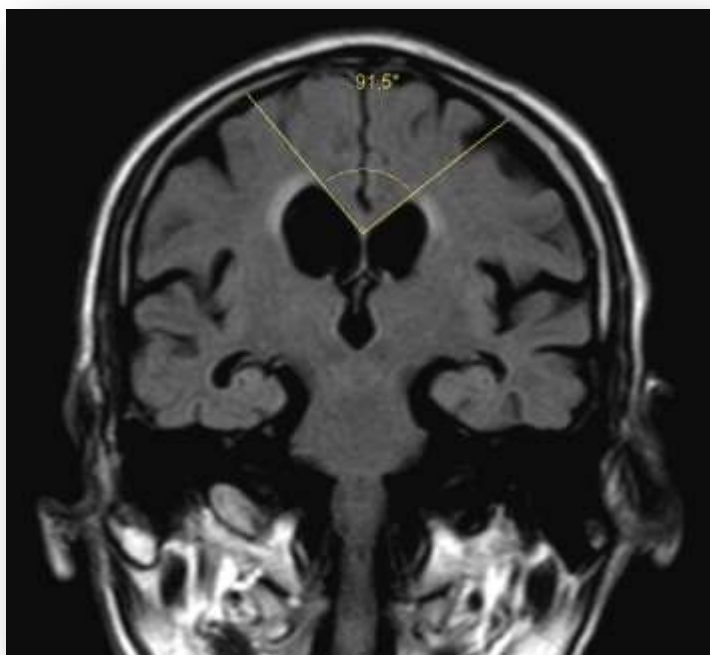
Exemplo de medida do ângulo caloso do caso 12, em imagem ponderada em T2 e técnica FLAIR, perpendicular à linha bicomissural, passando pela protuberância. (Fonte: Autor)
